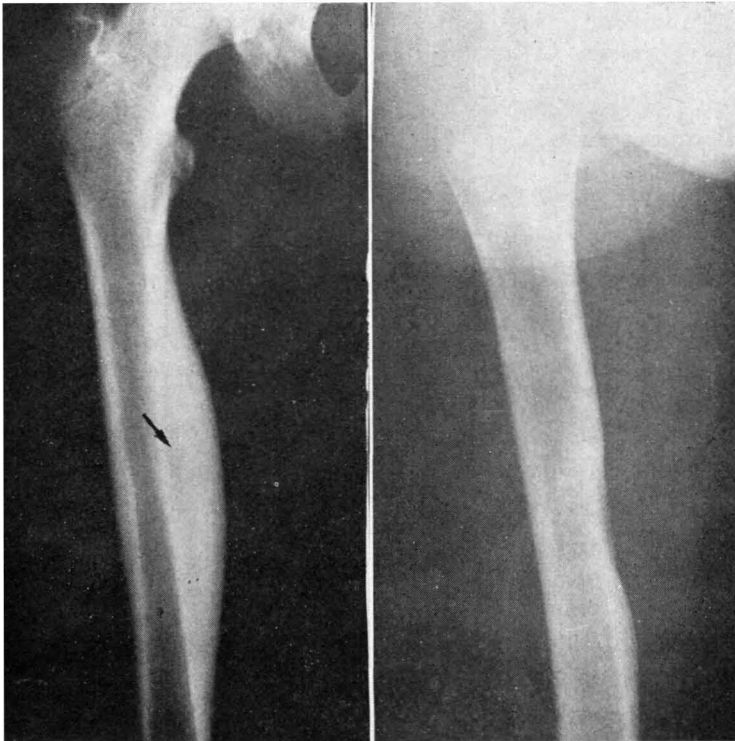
a) Radiografía anteroposterior del fémur derecho de un varón de trece años (caso núm. 7) en el que existe un gran engrosamiento con esclerosis de la cortical interna que se extiende hasta su porción inferior y en el que se evidencia la presencia de un *nidus* radiolúcido en su porción media a nivel de su máximo engrosamiento (flecha). b) Radiografía postoperatoria, en la que tras la resección en bloque del *nidus* se puede ver a los seis meses cómo ha desaparecido prácticamente la esclerosis cortical.
